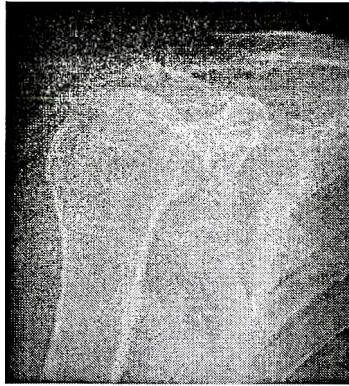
Рентгенограмма плечевого сустава с обширным повреждением манжеты, верхний подвывих головки плечевой кости.
